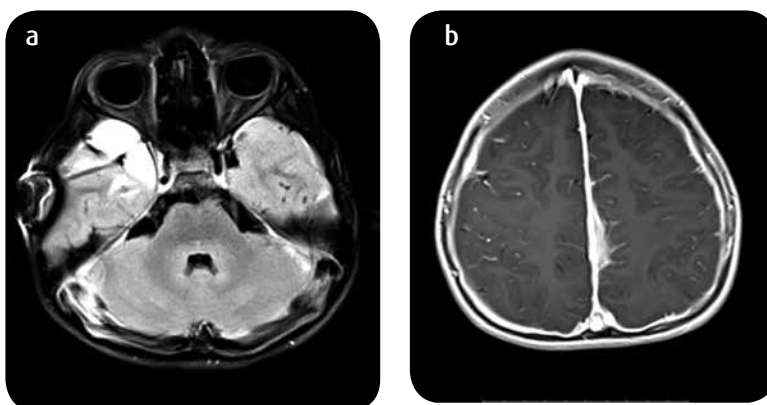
Antecedente de resección de quiste aracnoideo temporal derecho. RM a) Secuencia FLAIR. b) Secuencia con información T1 con medio de contraste del vértex; realce paquimeningeo liso difuso.
